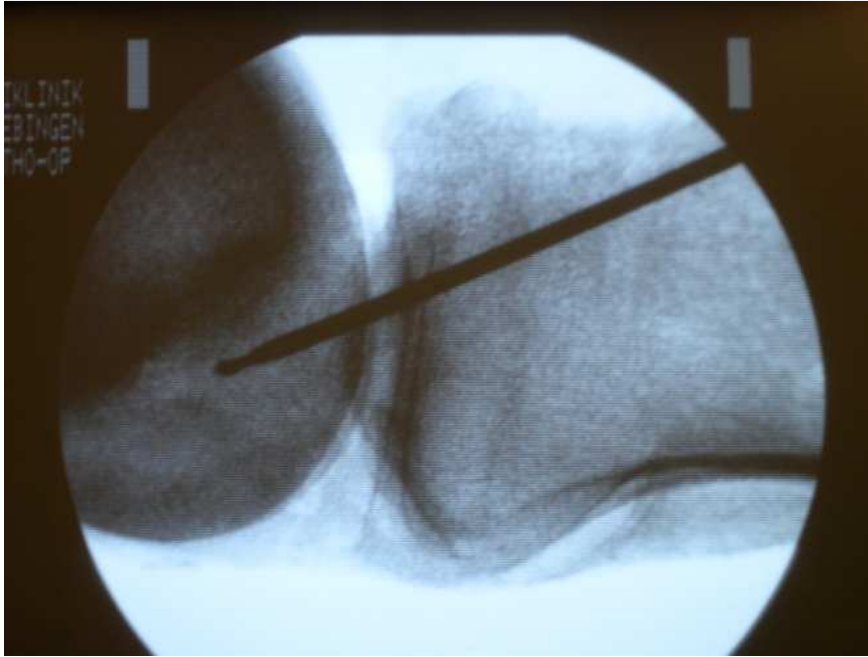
Intraoperatives Röntgenbild zur Kontrolle der Position des Führungsdrahtes
